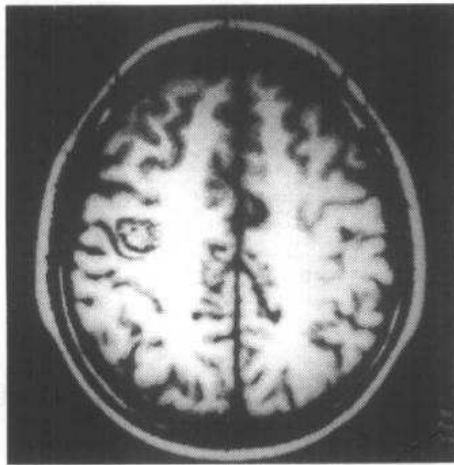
与 2-4-4a 同一病例 MRI
